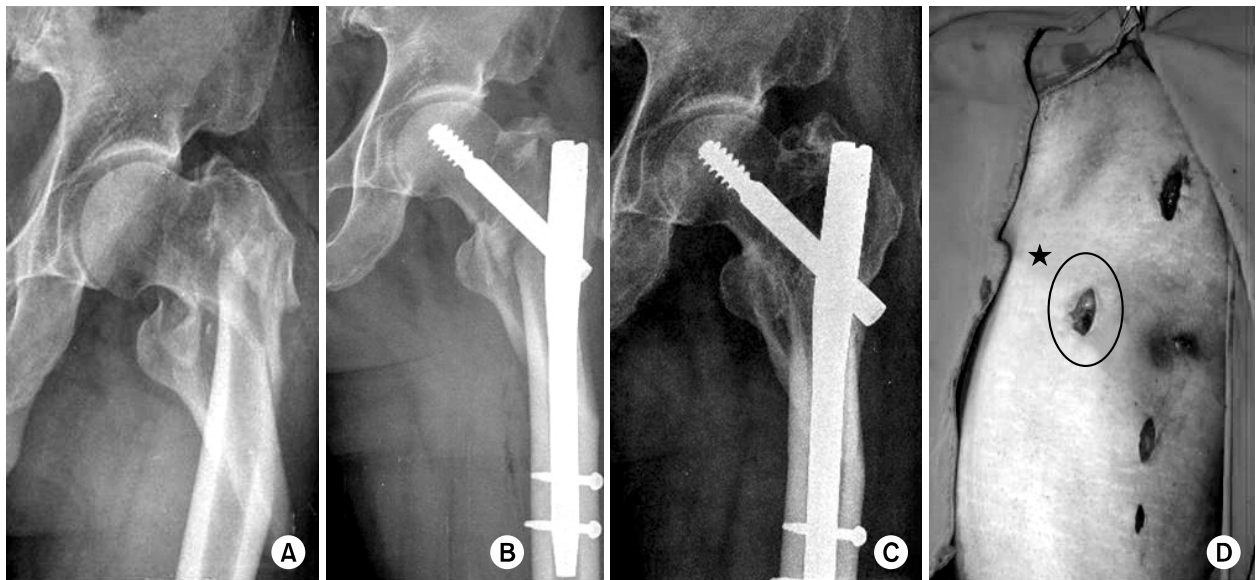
(A) 74 year old male had unstable femoral intertrochanteric fracture by slip down. (B) Treated with a intramedullary nail. (C) One-year follow-up radiograph shows complete union without deformity. (D) Accessory mini-incision (★).
